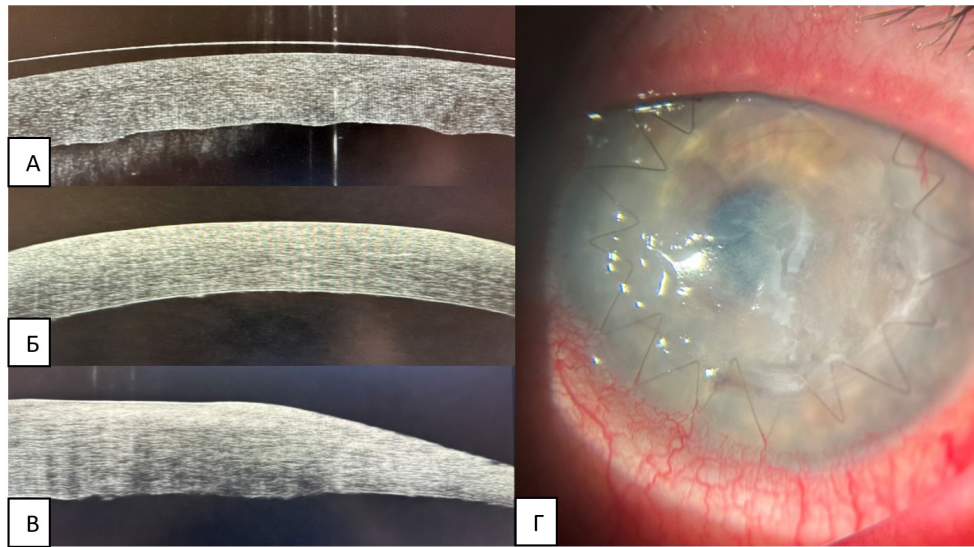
Состояние трансплантата роговицы пациента Г. по данным оптической когерентной томографии и биомикроскопии
